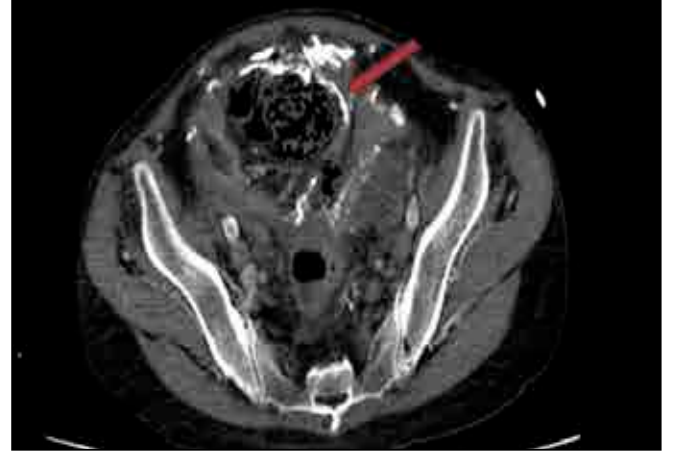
Kontrastlı sagittal plan abdomen BT incelemesinde loküle apse odağı
